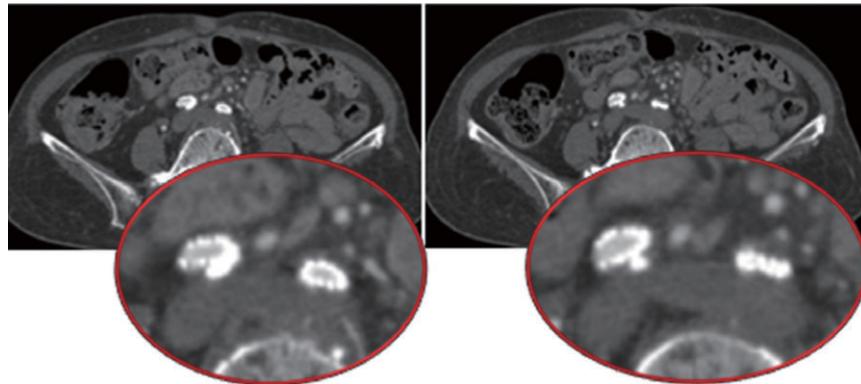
1か月後のCTと拡大図（特に左側のVBXステントグラフトが大きく扁平に変形している）
